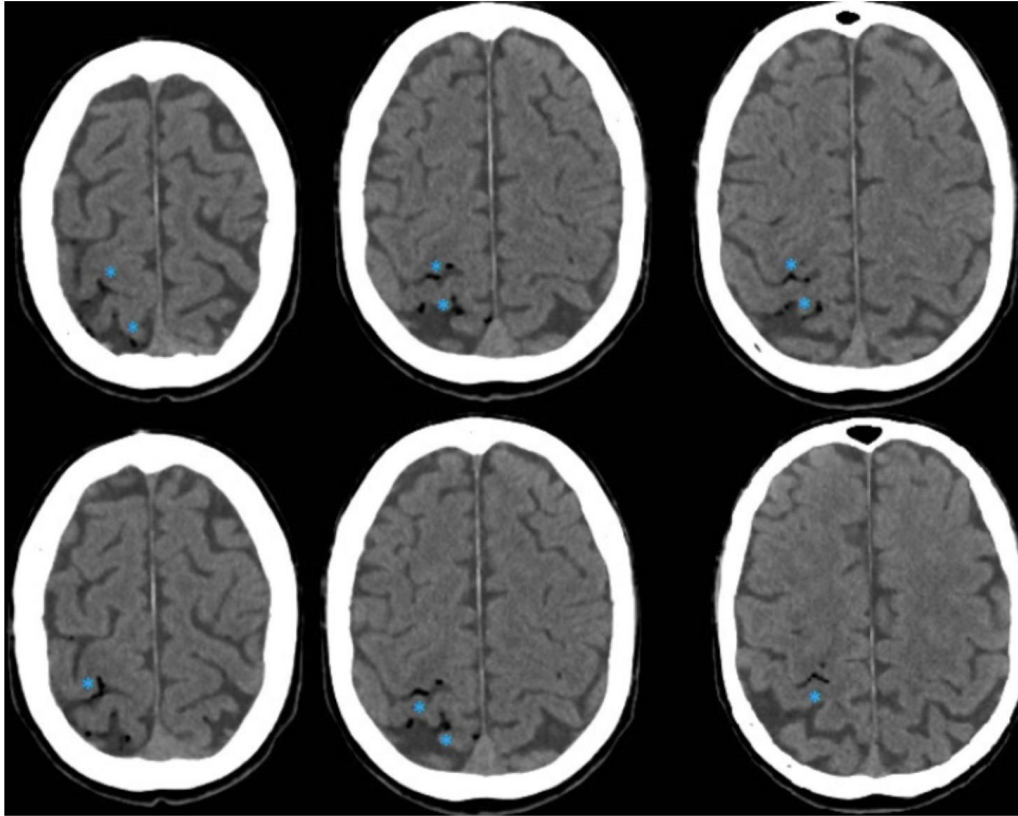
TDM cérébral sans injection réalisé en phase aiguë. Hypodensités vasculaires corticales traduisant les emboles gazeux (*).(63)
